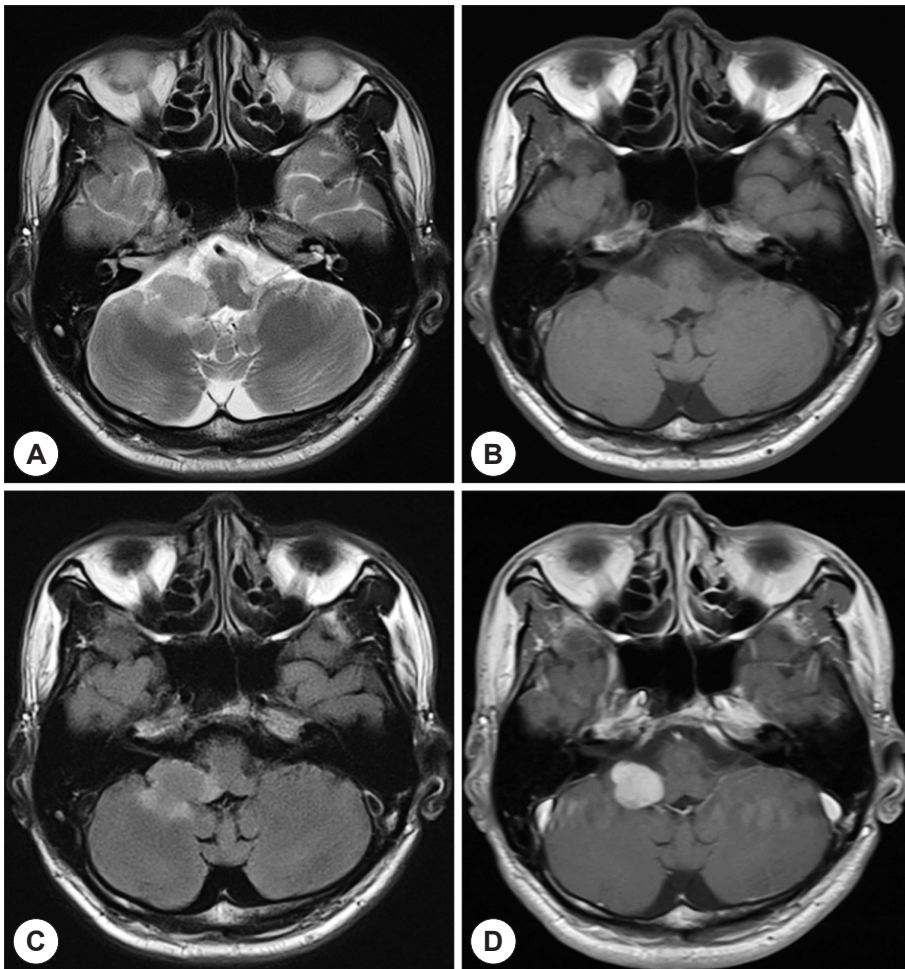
A : Axial T2-weighted magnetic resonance imaging shows homogeneous mass of slightly high signal intensity in the right side cerebellopontine angle region. B : Axial T1-weighted imaging shows homogeneous iso-signal mass. C : Axial FLAIR (fluid attenuation inversion recovery) image reveals an iso-signal mass with surrounding vasogenic edema. D : Axial gadolinium-enhanced T1-weighted imaging shows marked contrast enhancement of the lesion.
